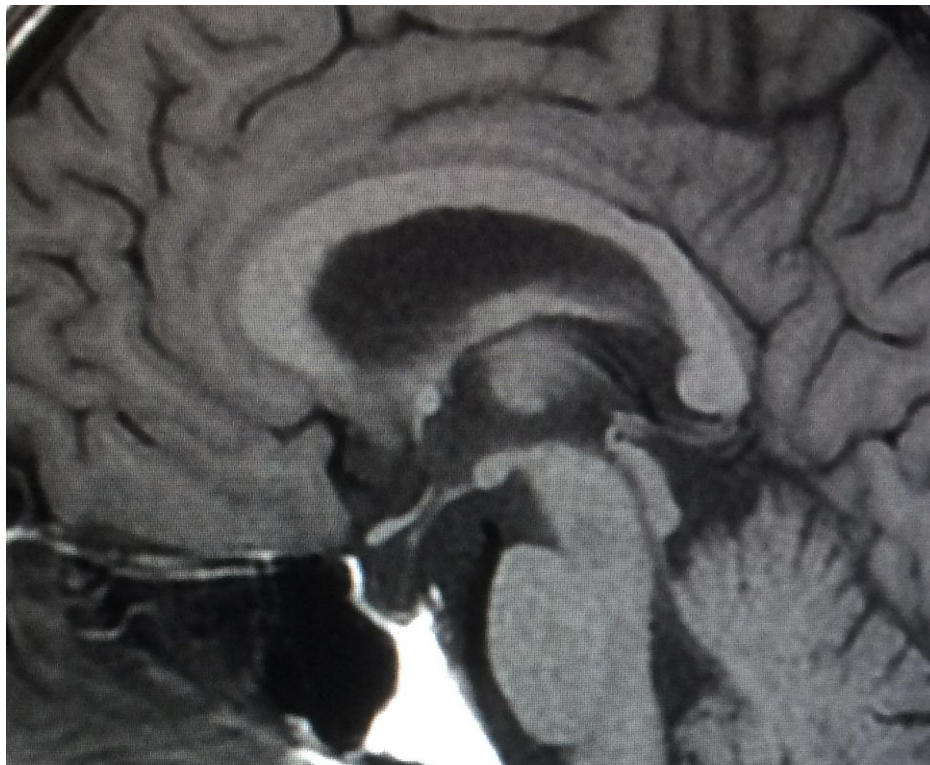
Pituitary MRI showing empty Sella.
